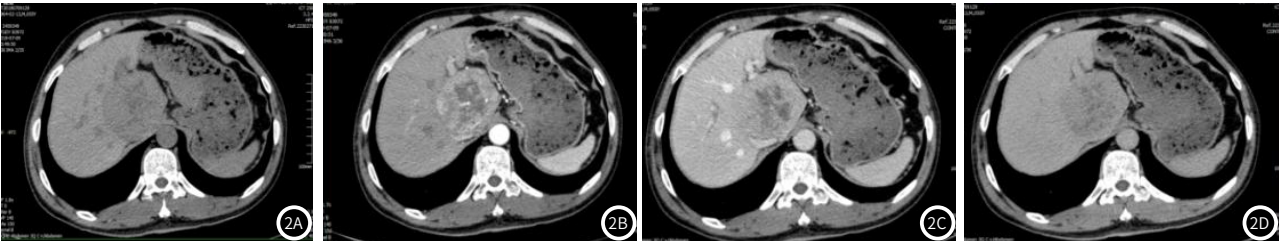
~图2D 男性,64岁,HCC,CT扫描。
